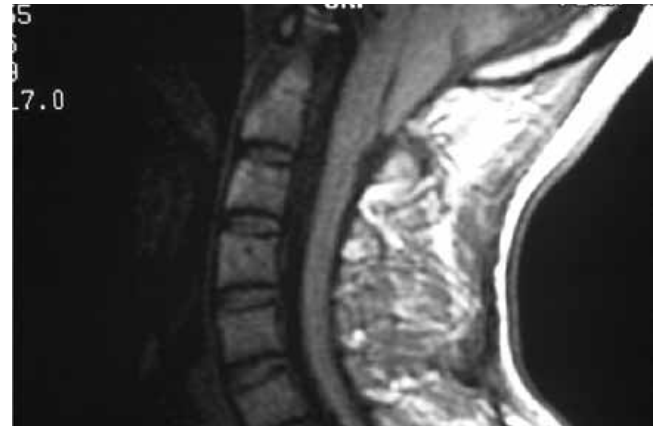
Resonancia magnética en proyección sagital en fase T1. La hernia de amígdalas es muy evidente (grado IV), pero la siringomielia es mínima.
